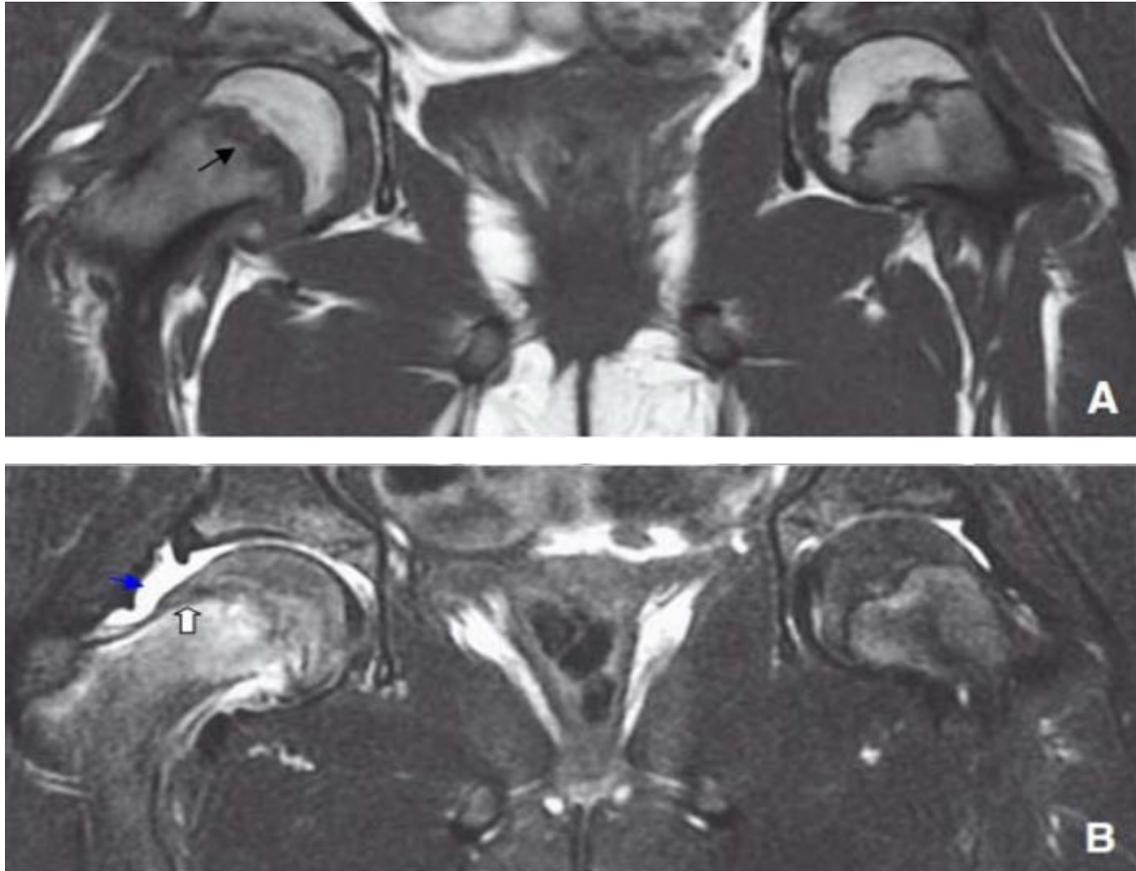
IRM. Épiphysiolyse fémorale supérieure (EFS) bilatérale, instable à droite, en préglissement à gauche [1]. A. Séquence en écho de spin T1 montrant l'élargissement des physes (flèche noire). B. Séquence fastspinecho (FSE) T2 FatSat (FS) montrant l'épanchement intra-articulaire (flèche bleue) et l'œdème du col à droite (flèche blanche).
